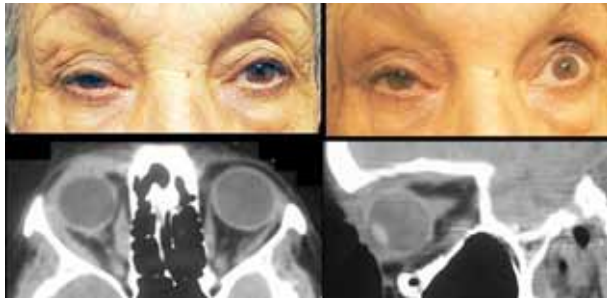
Paciente # 6. Enoftalmía derecha, limitación de la supraversion derecha y en la tomografía computarizada orbitaria infiltración del recto medial y grasa de la órbita.
